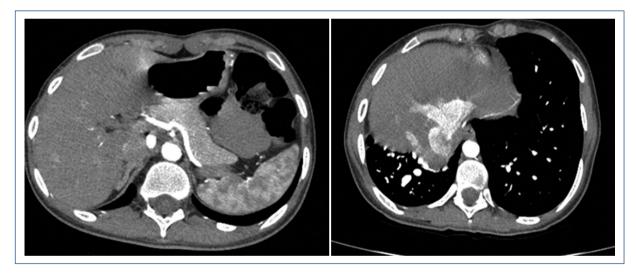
Imágenes de angiotomografía de tórax, corte axial, en las que se evidencia el secuestro arterial de la rama de la aorta abdominal al pulmón derecho. Se evaluó por el servicio de cardiología pediátrica e intervencionismo, y se programó para realizar cateterismo cardiaco izquierdo y derecho diagnóstico, y para valorar el cierre del secuestro. De acuerdo con los parámetros hemodinámicos, que mostraban un Qp/Qs de 3.5 y unas resistencias pulmonares totales de 2.4 unidades Wood, se decidió realizar embolización de la arteria colateral que nacía de la aorta abdominal.
